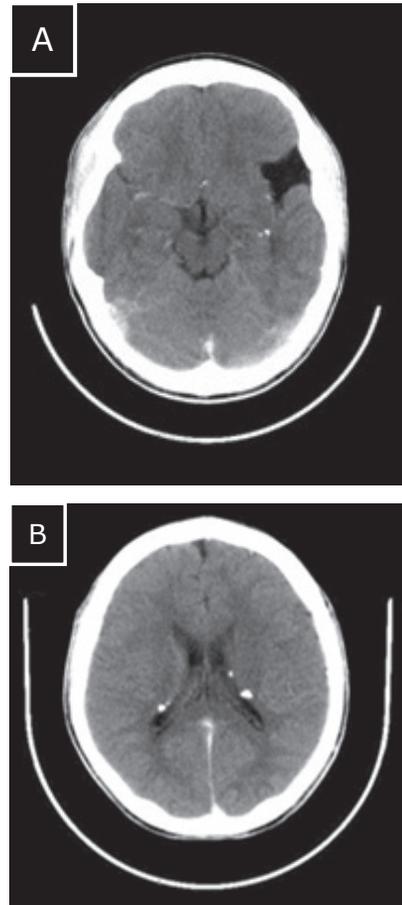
TAC cerebral: tubérculo cerebral en región frontotemporal izquierda (A); Nódulos subependimarios periventriculares (B).
